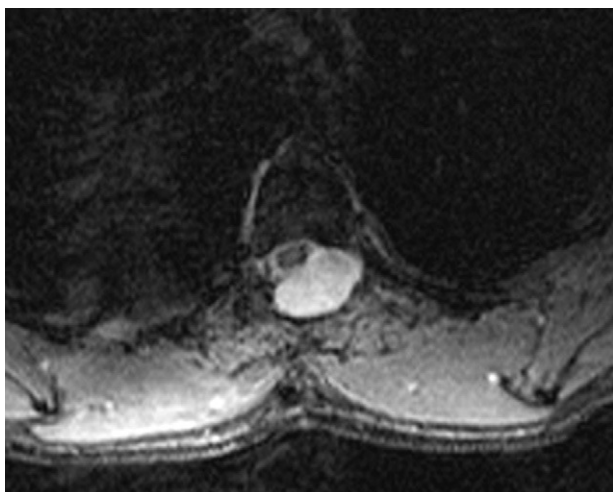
Resonancia magnética medular. Laminectomía T4-T5 y seudomeningocele posterolateral izquierdo que desplaza el cordón medular. La secuencia T2 GE muestra un fino halo hipointenso de hemosiderina alrededor del cordón medular.
